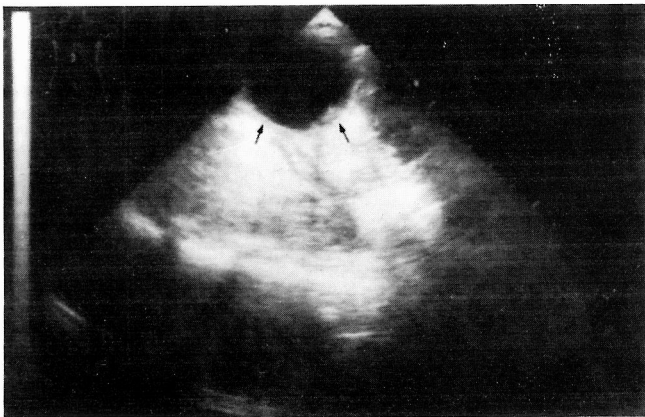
Ecografia abdominal: imagem quística pura, mediana e para-mediana direita, medindo 42x34 mm, de parede irregularmente espessada.
